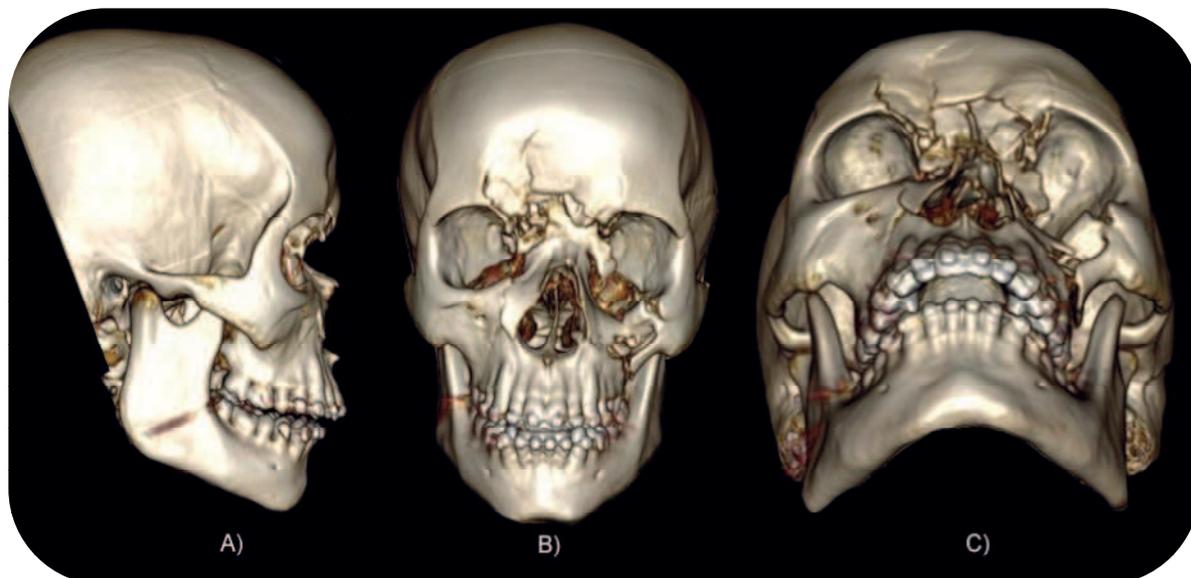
Reconstrução 3D de TC evidenciando as fraturas fronto-naso-órbito-etmoidal e assoalho de órbita esquerdo. (A) Visão Lateral; (B e C) Visão Frontal. Fonte: Arquivo LABTEC3D.
